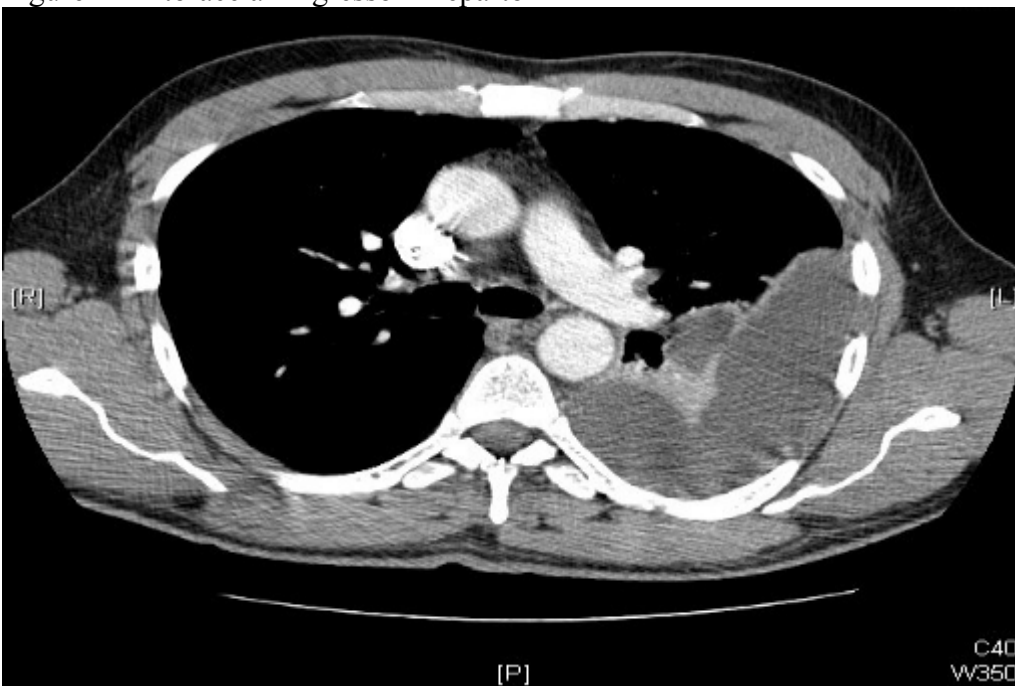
TC torace con m.d.c: versamento pleurico organizzato con collasso parziale del lobo inferiore sinistro
